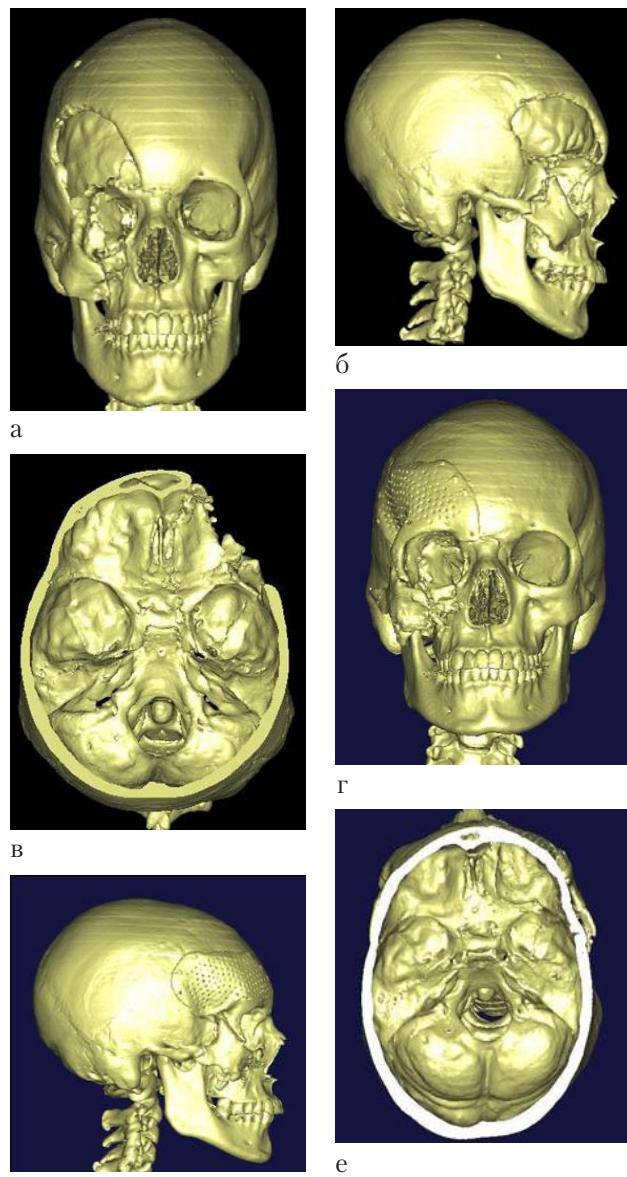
3D-КТ до операции (а – в) и после (г – е).
